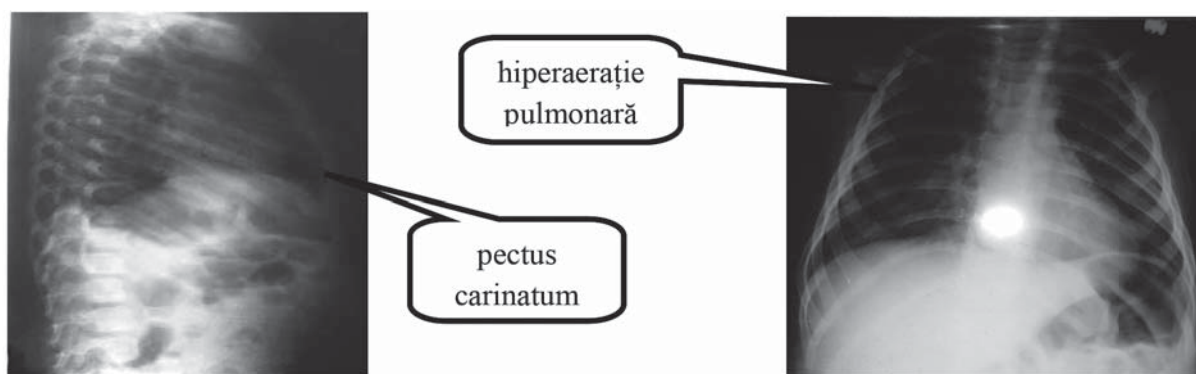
Radiografia pulmonară la copilul sugar cu sindromul Marfan
